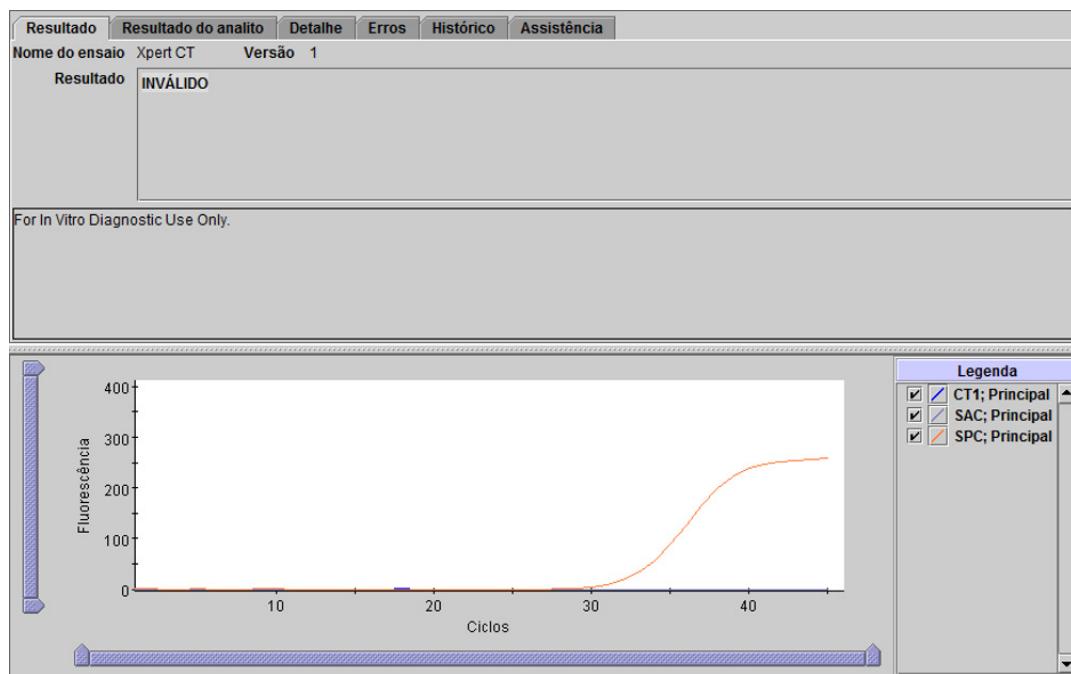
Xpert CT - resultado Inválido
